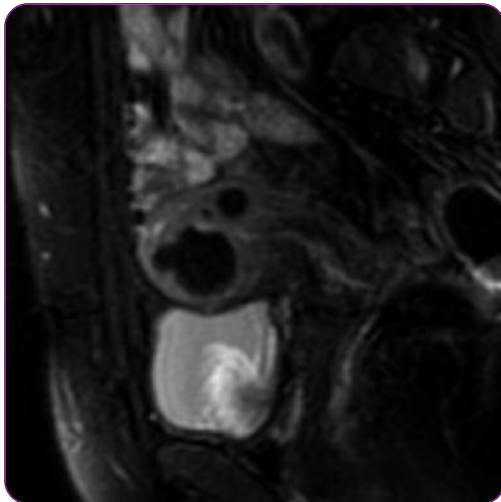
IRM (mode T2) après traitement par embolisation d'un utérus polymyomateux
